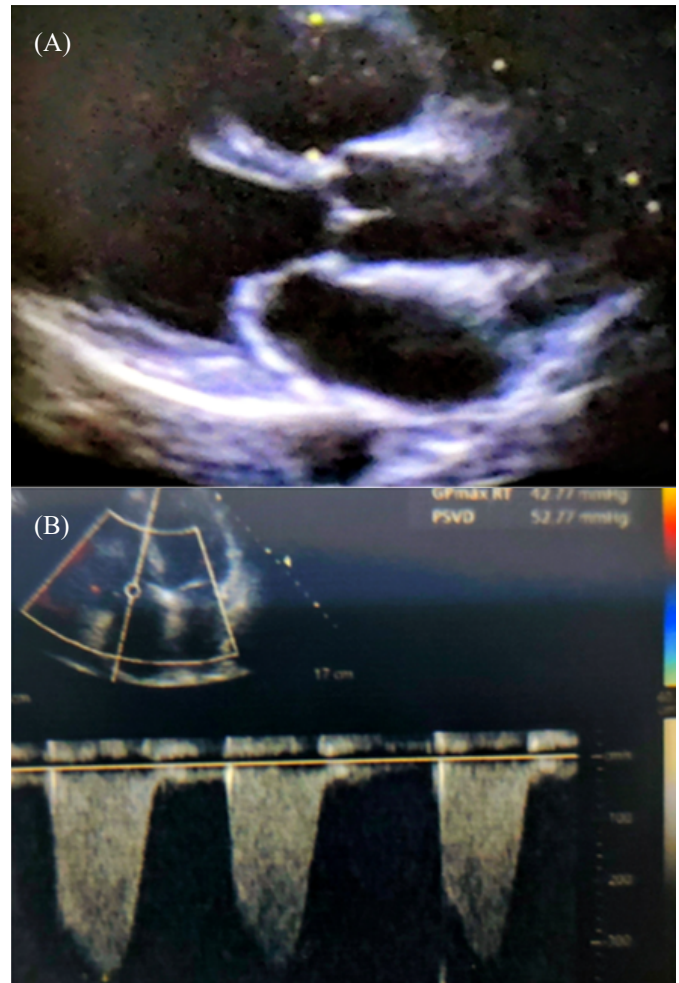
Ecocardiograma transtorácico. (A) Vista bidimensional que evidencia remodelado concéntrico del ventrículo izquierdo y dilatación del ventrículo derecho. (B) Doppler que muestra estimación de presión sistólica de la arteria pulmonar de 45 mmHg. Fracción de eyección del ventrículo izquierdo estimada en 36%.
